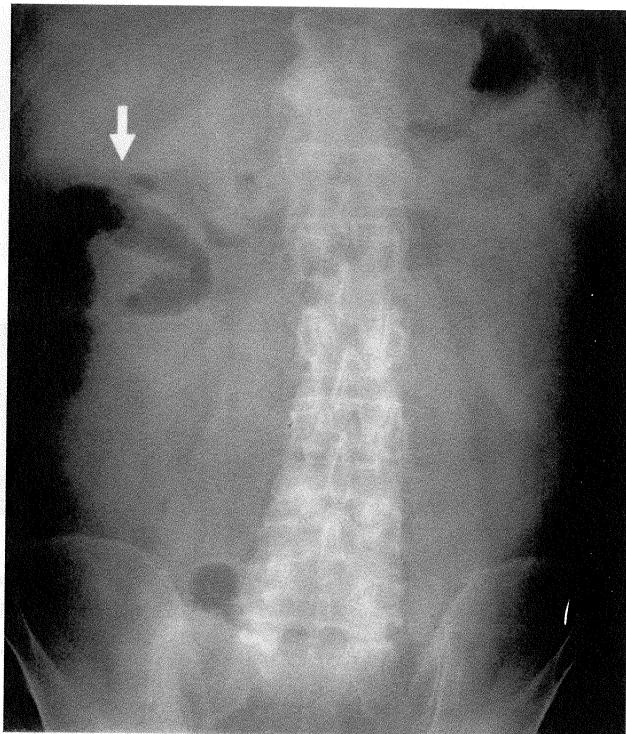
Plain abdominal roentgenography revealed segment of bowel loop.
